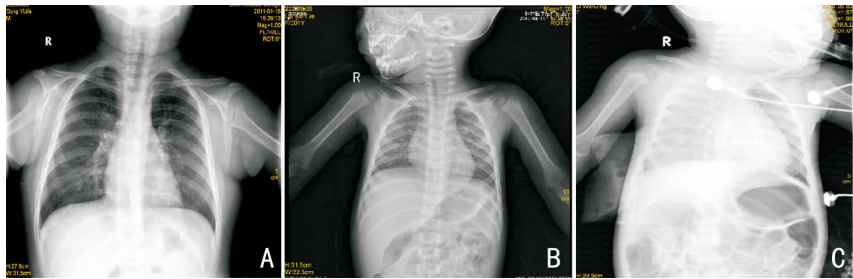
3组患儿首次拍摄的胸部X线片 A:轻型组,可见肺纹理增粗,双侧中下肺野可见对称散在斑片状模糊阴影,两肺门影增浓;B:重型组,可见肺纹理增粗、斑片状模糊阴影、渗出,两肺门影未见增浓;C:危重型组,两肺见大片状密度增高模糊影,右肺明显,两肺纹理不清,双侧肺水肿。
